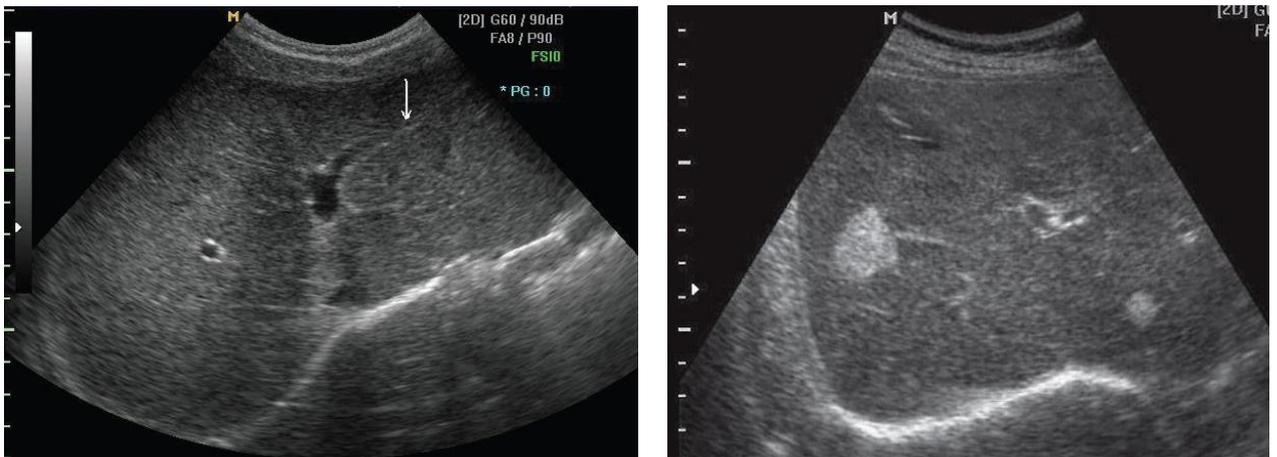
УЗИ больного С.Б. Диффузные изменения в паренхиме печени. ЦП. (эхоструктура неоднородная). Гепатоспленомегалия. Портальная гипертензия. Свободная жидкость в брюшной полости около 1000-1500мл. Асцит.
